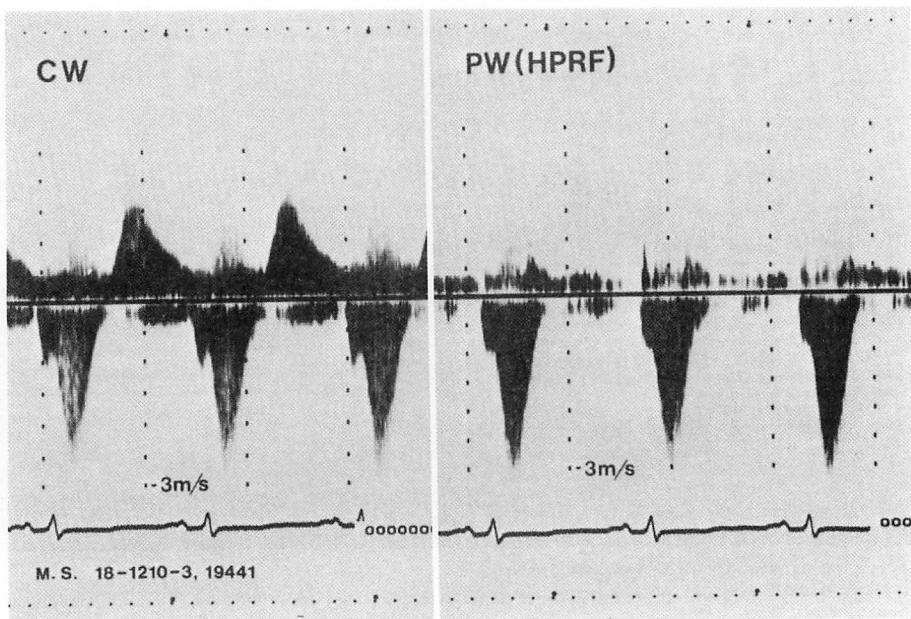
Continuous wave (CW) and high pulse repetition frequency (HPRF) Doppler echocardiograms.
